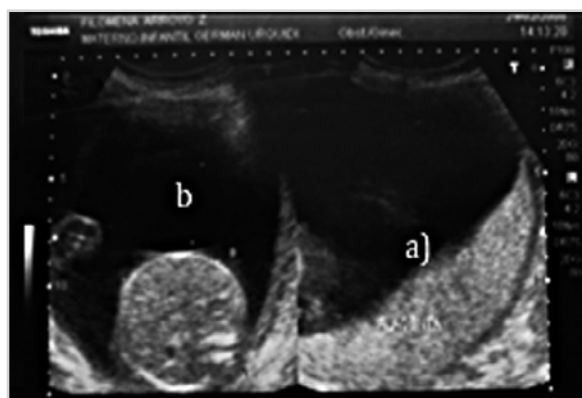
Imagen de ecografía:
